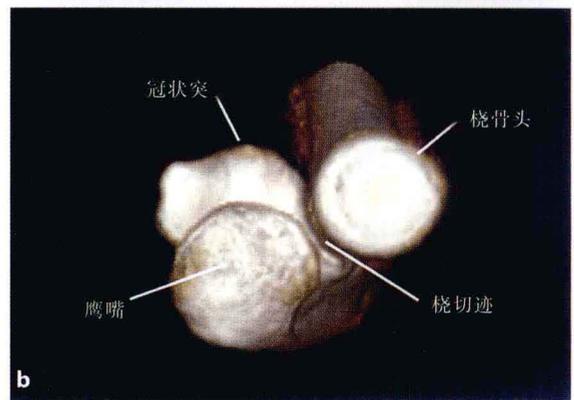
b 三维 CT 重建显示尺、桡骨近端骨性标志。
